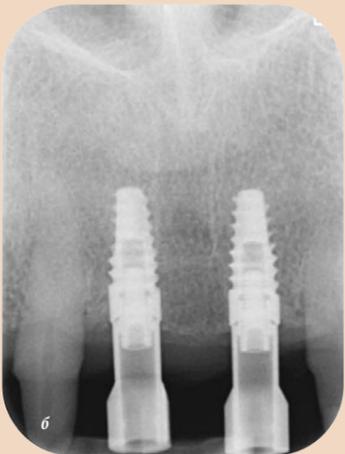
Периапикальные рентгенограммы со скан-трансферами
